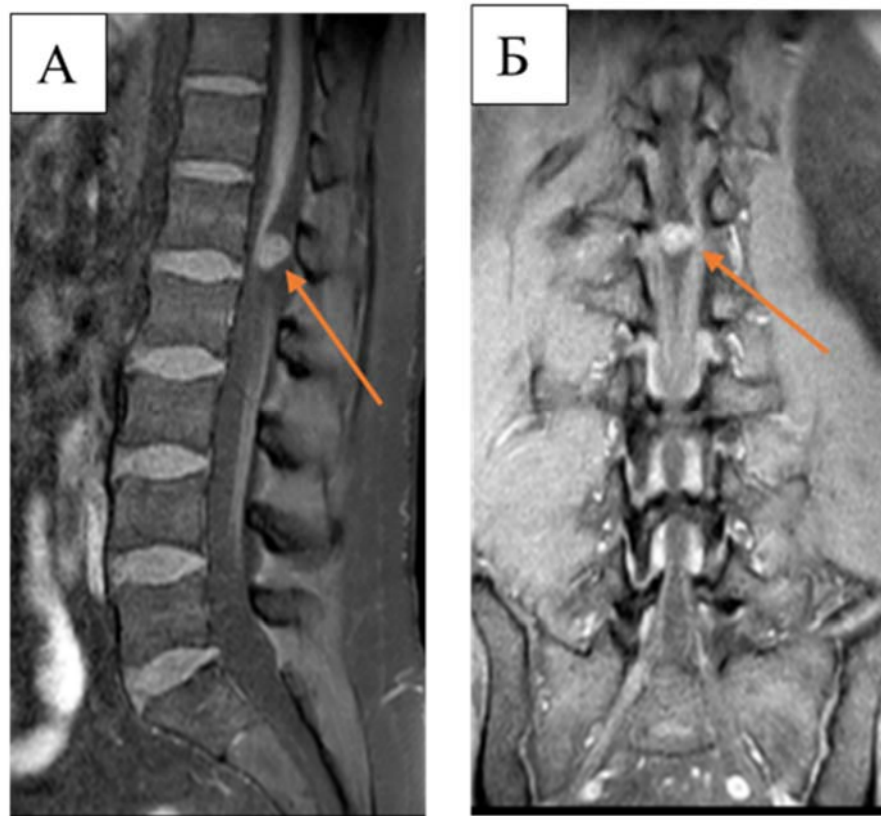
МРТ – изображения в сагиттальной (А), коронарной (Б) в Т1 режиме с контрастным усилением, на которых представлена экстрамедуллярная опухоль (выделена стрелкой) на уровне L₁ позвонка со смещением конуса спинного мозга в вентральном направлении
